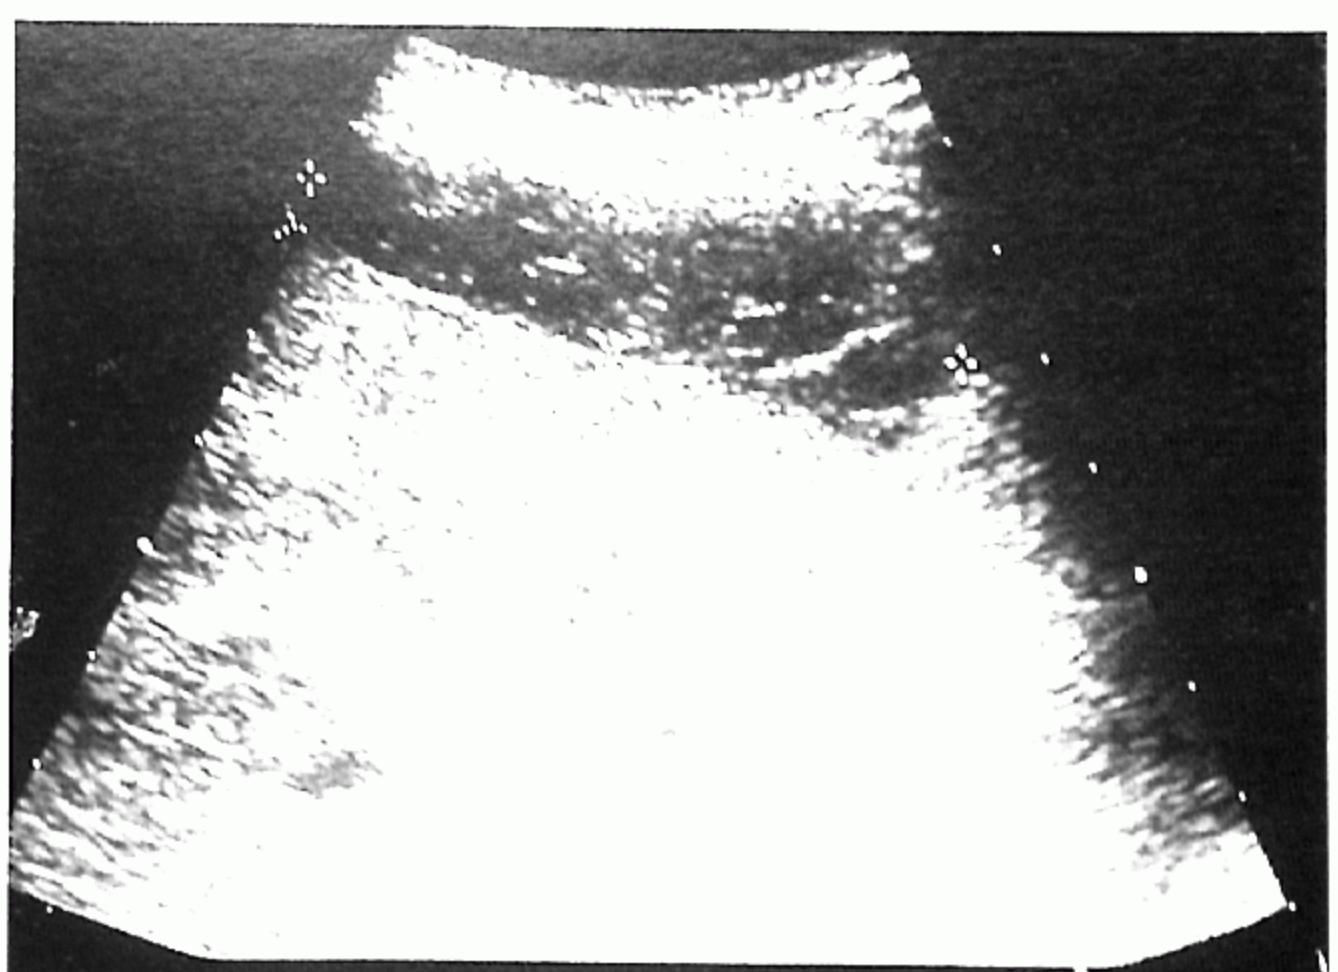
Abdominal ultrasonogram shows huge ascitic fluid in subphrenic area(Case 2).
